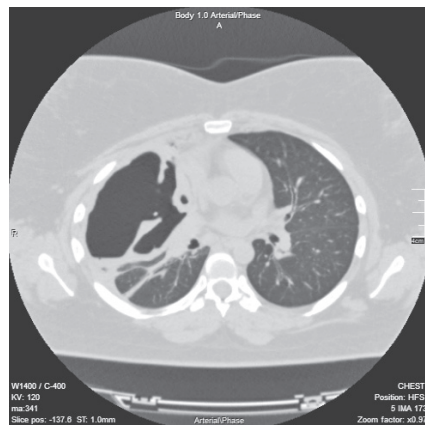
Аксіальний зріз контрольної КТ ОГК пацієнта А. із синдромом легені, що зникає, через 12 діб
